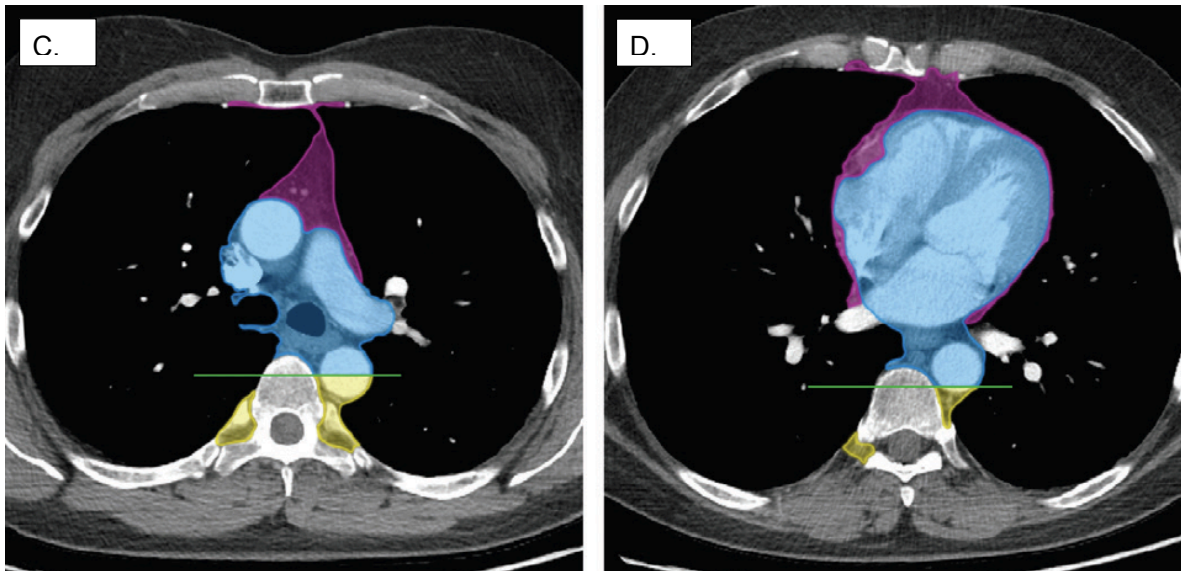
Imagen A) Tomografía de tórax con reformateo sagital en ventana para mediastino. Imagen B) corte axial de TC del tórax a nivel del arco aórtico. Imagen C) a nivel de la arteria pulmonar izquierda. Imagen D) TC axial a nivel de la aurícula izquierda. Por colores se demuestran los diferentes compartimientos según la ITMIG, en donde el color púrpura representa el compartimiento prevascular, en azul el compartimiento visceral y en amarillo el compartimiento paravertebral. La línea verde es la línea divisoria entre el compartimiento visceral paravertebral <sup>13</sup>
